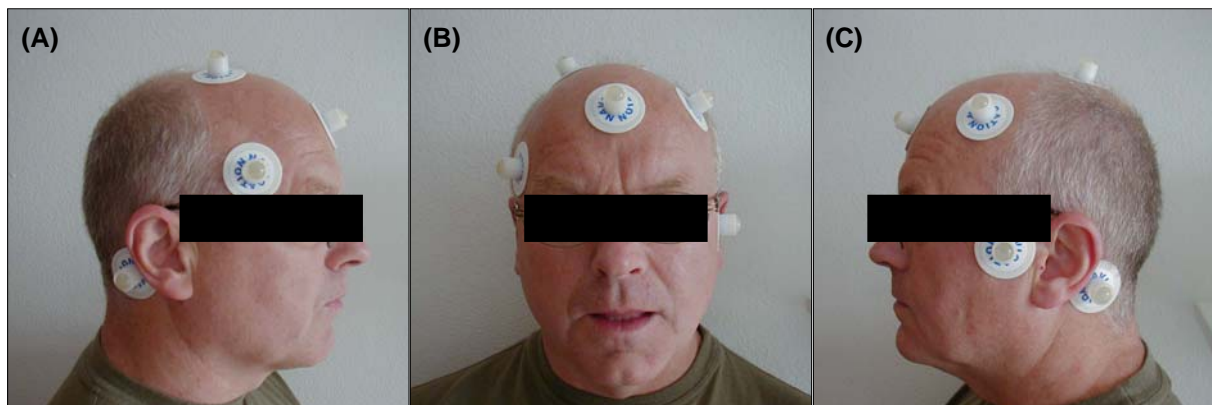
Lokalisation von Klebemarkern und MRT-Fiducials am Patientenkopf (A) rechte Seitansicht, (B) Frontansicht, (C) linke Seitansicht
